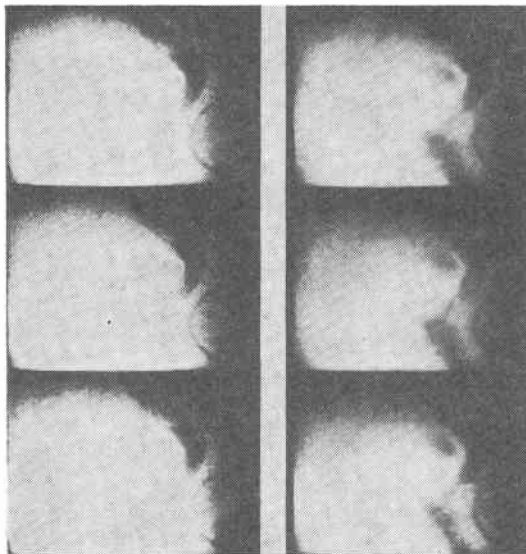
括約筋機能廃絶不完全例における末端部映像の律動的变化。X線映画でも末端部のリズムカルな造影剤排出運動がみられる。
